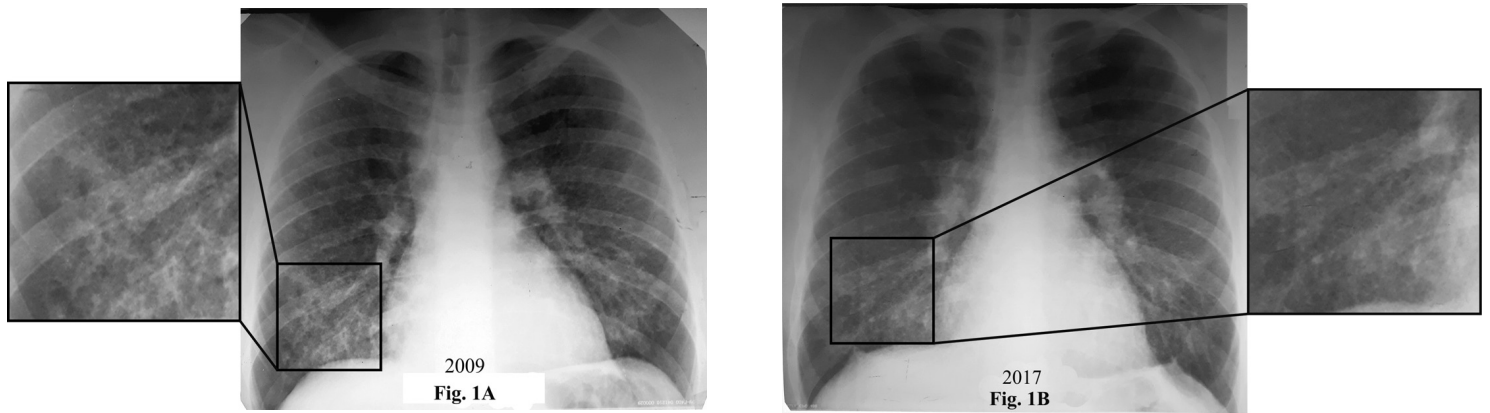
Radiografia cutiei toracice din 2009 (a) și 2017 (b).
